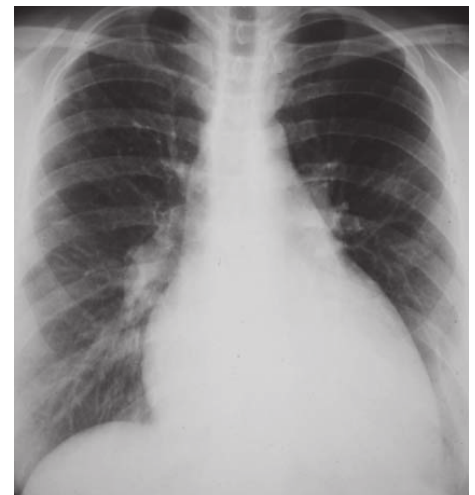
Präoperatives Thoraxröntgenbild
